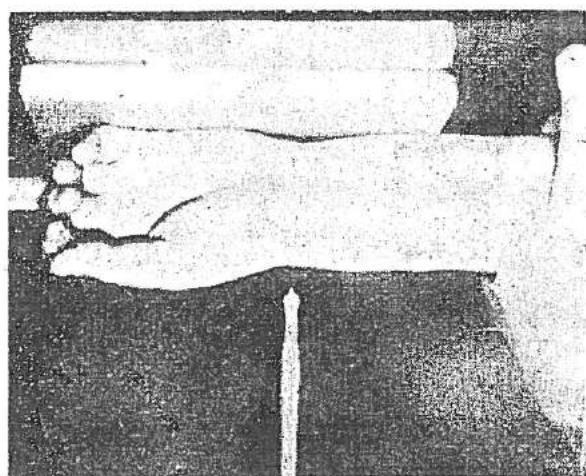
1 — Cubitusul; 2 — Radiusul; 3 — Ulna; 4 — Primul metacarpian; 5 — Scaphoidul; 6 — Trapezoidul; 7 — Trapezul; 8 — Osteoartrita articulației pumnului cu marginea radială pe casete. Se poate obține radiografia perpendiculară și dublăsuistă.
